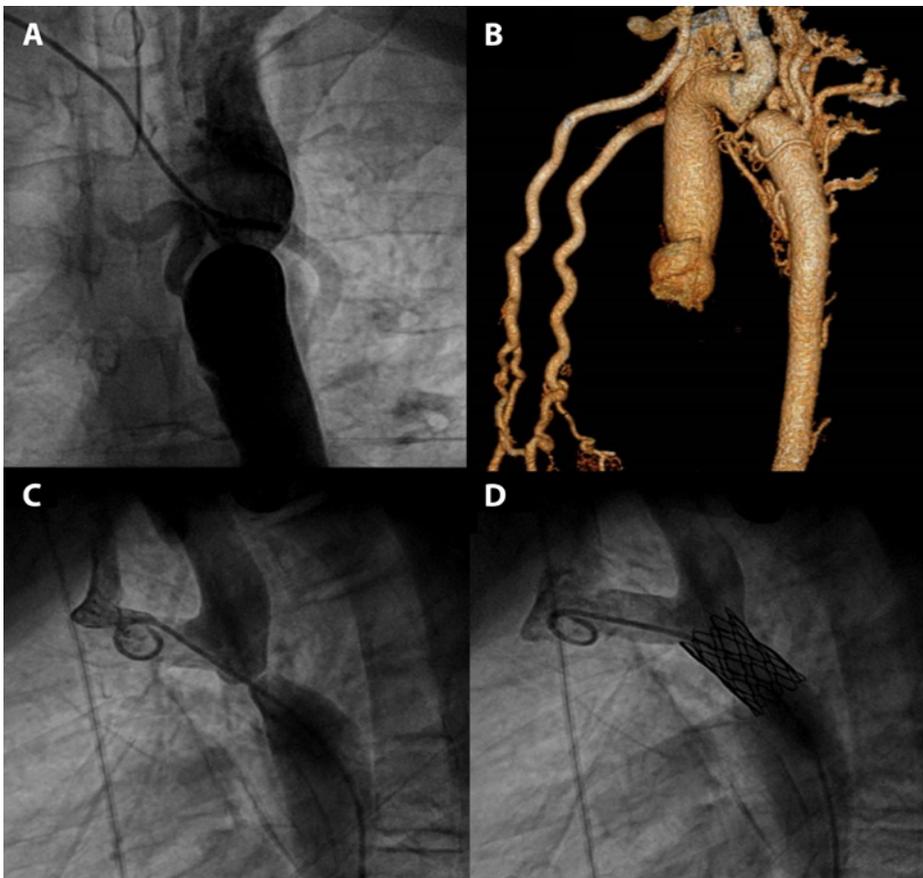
Mit Stent behandelter Jugendlicher. A) Angiographie vor der Dilatation. B) CT-Scanner-Rekonstruktion der Koarktation. C-D) Dilatation der Koarktation mit Stent. Dank an Dr. Stefano Di Bernardo (Kinderkardiologie am CHUV) für die Bilder der Koarktation.
